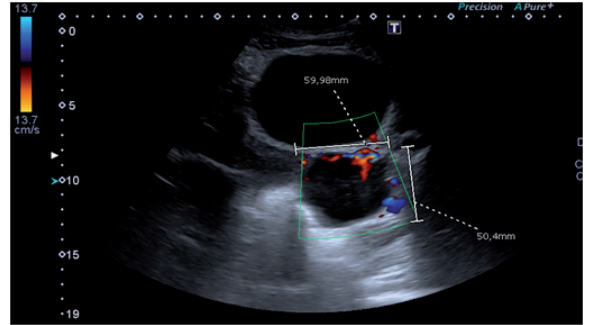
Ecografía Doppler. Se observa una región anexial izquierda vascularizada de 60 x 50 x 40 mm.
